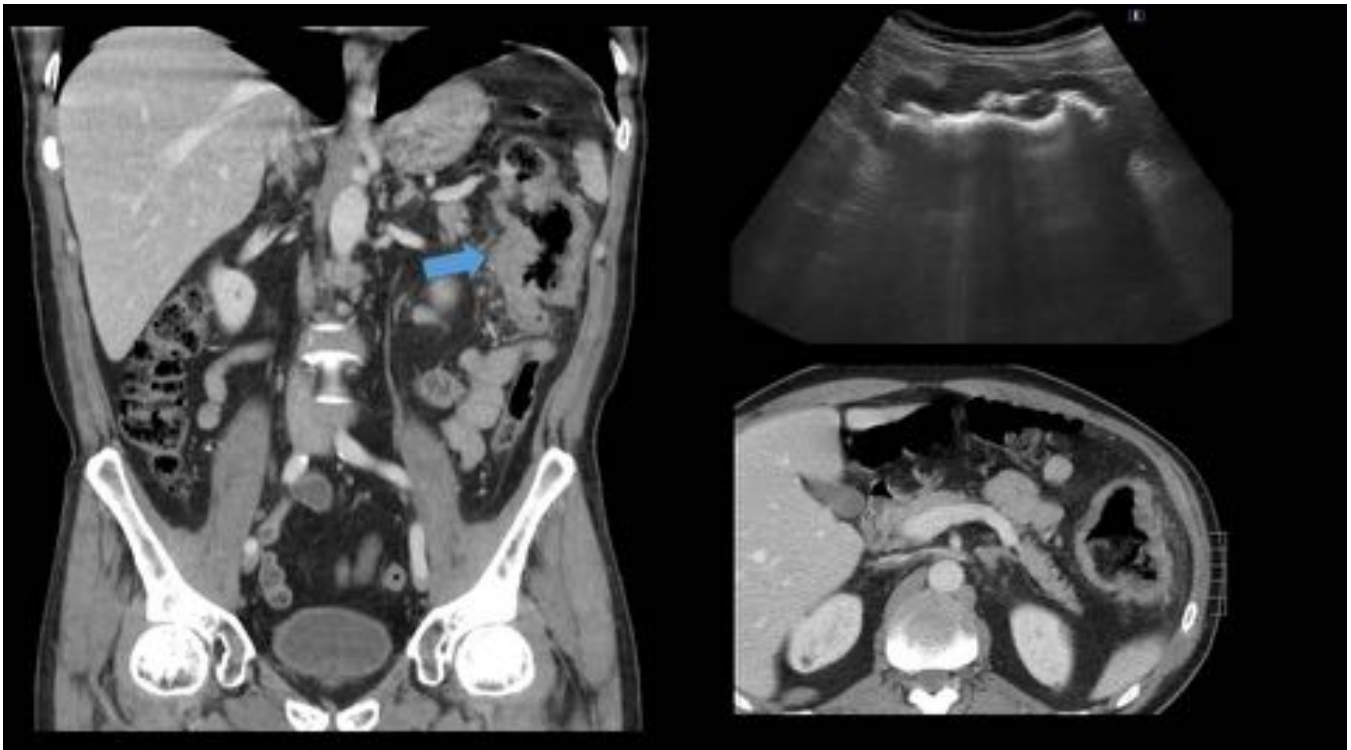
Varón, 68 años. Engrosamiento irregular con pérdida de la estructura en capas en relación con neoplasia de ángulo esplénico del colon visualizado mediante TC con contraste intravenoso en fase portal, cortes coronal (imagen izquierda) y axial (imagen inferior derecha) y Ecografía modo B, corte longitudinal (imagen superior derecha).
